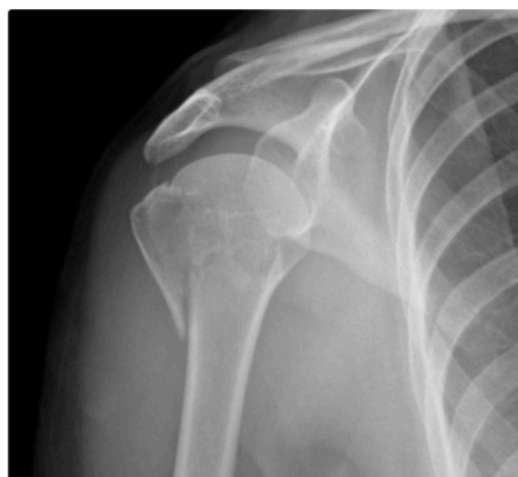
Proksimaalisen humeruksen murtumien luokittelu. A) 1 fragmentin murtuma havainnollistavana piirroksena vasemmalla ja röntgenkuvana oikealla, B) 2 fragmentin murtuma havainnollistavana piirroksena vasemmalla ja röntgenkuvana oikealla, C) 3 fragmentin murtuma havainnollistavana piirroksena vasemmalla ja röntgenkuvana oikealla ja D) 4 fragmentin murtuma havainnollistavana piirroksena vasemmalla ja röntgenkuvana oikealla. (Zhang & Lu 2018b, 54 - 57.)
